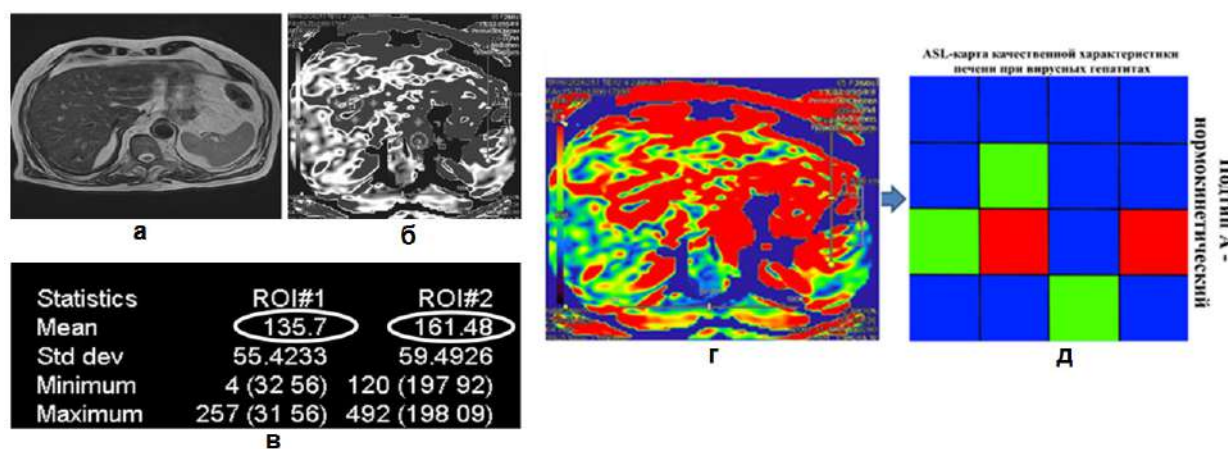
Пациент Ш. 51 год, с диагнозом вирусный гепатит С: а – T2 ВИ, аксиальный срез; б – серая карта ASL-перфузии печени (1 – печеночная артерия, 2 – брюшной отдел аорты); в – статистическая ASL – карта, HBF=135,7 мл/100г/мин, ABF=161,4 мл/100г/мин; г – цветная карта ASL-перфузии печени («мозаичный» тип окрашивания); д – графическая ASL-шкала перфузии печени IV, подтип А (нормокинетический)
